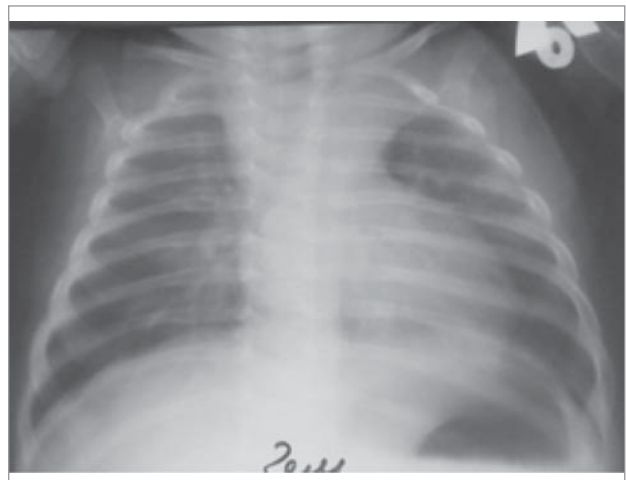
Рентгенографія органів грудної клітки, пацієнт №3: лімфопроліферативний синдром середостіння, ателектаз S1-S2 зліва
